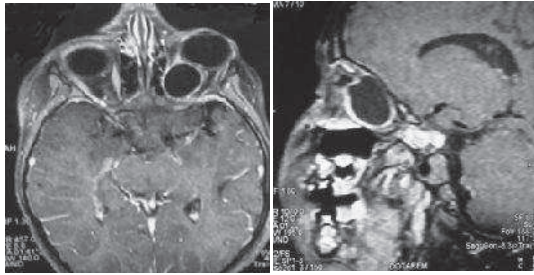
IRM coupe axiale et sagittale montrant le kyste hydatique intra orbitaire
